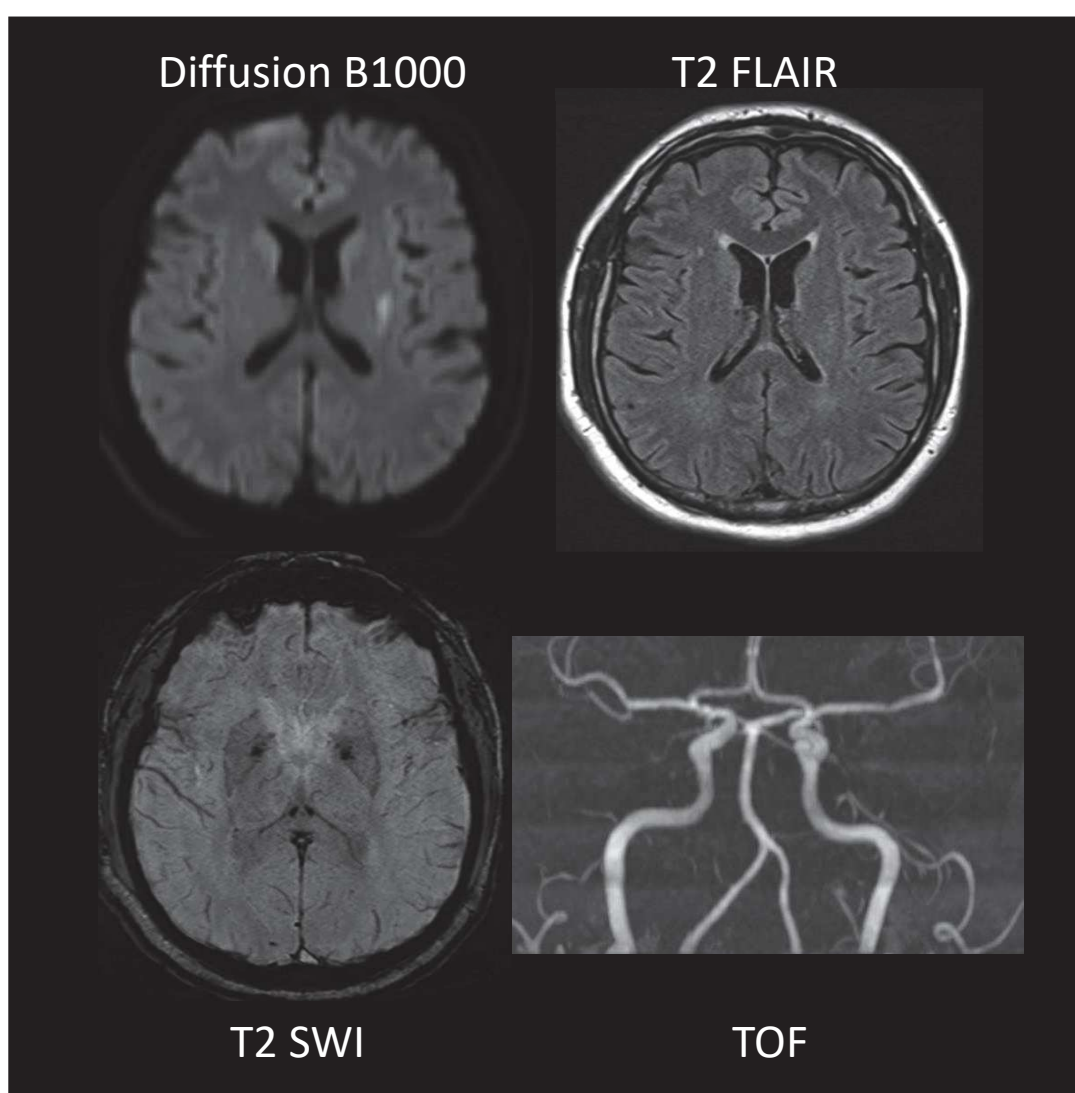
IRM cérébrale du cas n°2
